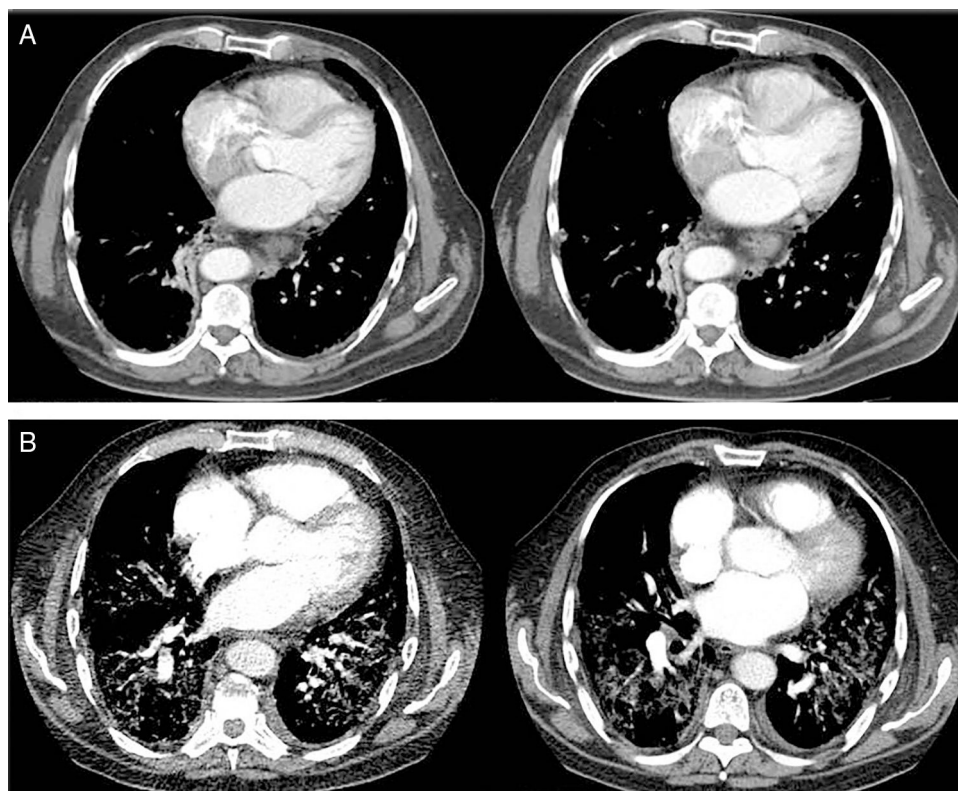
Evolución de la afectación pulmonar mediante tomografía axial computarizada (TAC). (A) La TAC de tórax al diagnóstico reveló la presencia de discretos infiltrados intersticiales en vidrio deslustrado en las bases y la periferia de los pulmones y, en menor medida, en los campos medios, con ganglios linfáticos mediastínicos múltiples de menos de 17 mm y atelectasia segmentaria del lóbulo inferior derecho. (B) A los 3 meses la angioTAC no mostró imágenes de tromboembolismo pulmonar, pero sí se observaba una extensa afectación pulmonar bilateral con infiltrados intersticiales con opacidad en vidrio deslustrado y engrosamiento de los septos interlobulillares, así como áreas de fibrosis, estando más respetados los campos pulmonares anteriores.
